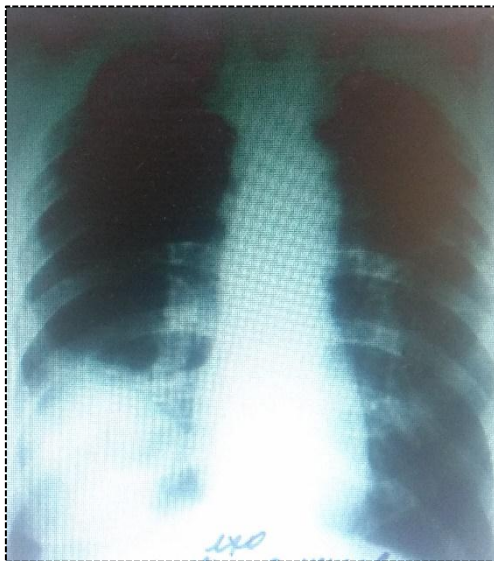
Обзорная рентгенограмма пациента Д.
